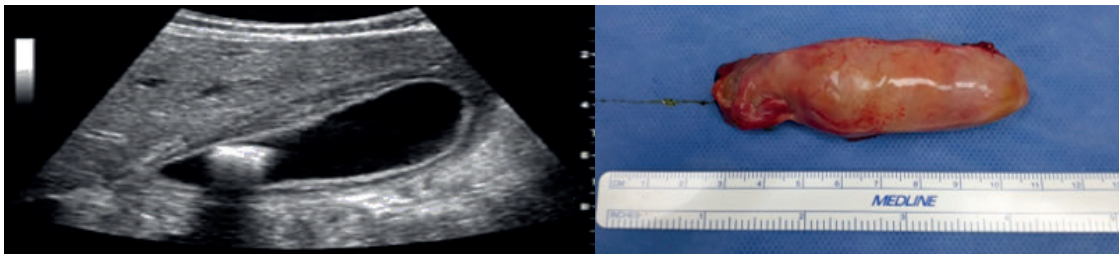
5. Ecografía: lito único no móvil en cuello de vesícula paredes engrosadas. Inferior colecistectomía vesícula con lito único en su interior de 1.5 cm y paredes engrosadas
